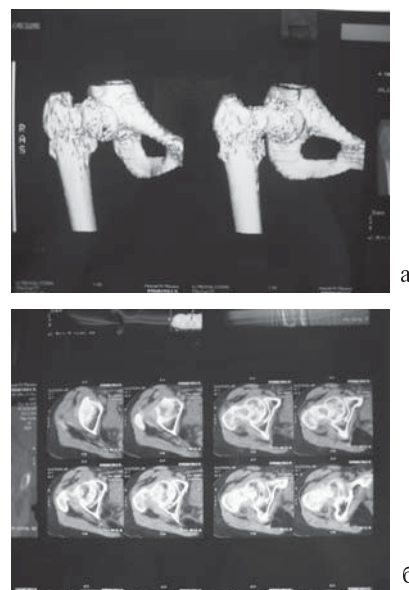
Компьютерная томограмма патологического перелома шейки правой бедренной кости: а – спиральная КТ 3D; б – послойная КТ.
